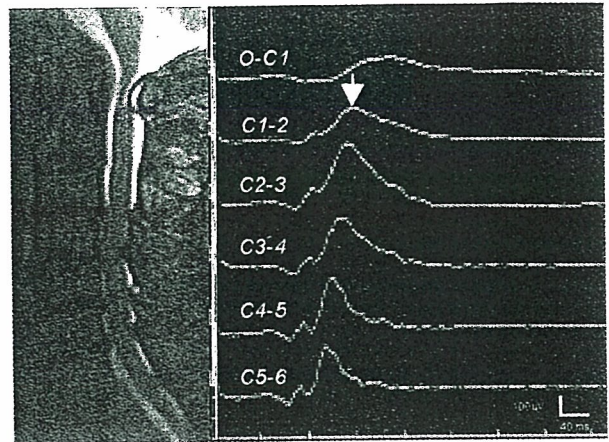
症例1：術前MRI矢状断像(左)と術中脊髄誘発電位検査(右)
